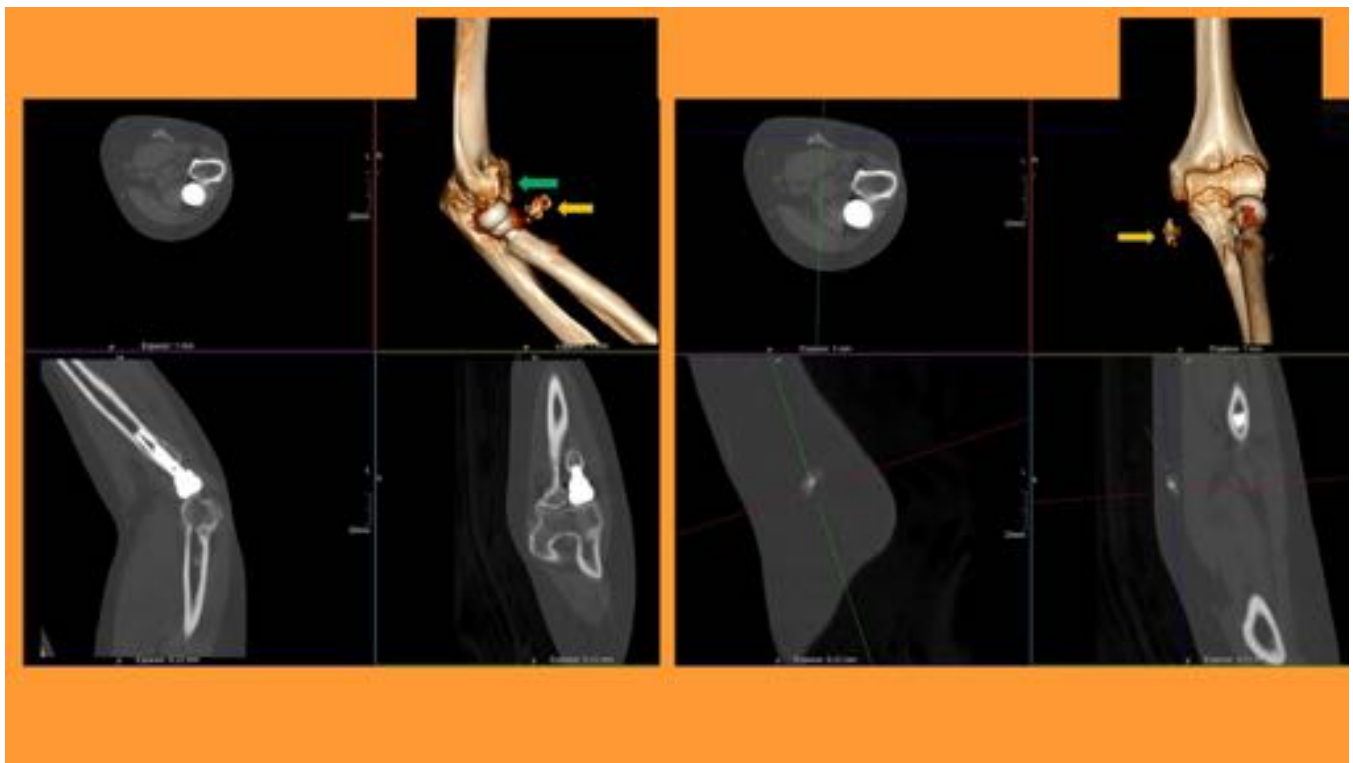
Mismo paciente. TC de codo izqdo: Prótesis de extremo proximal de radio con buena congruencia con el cóndilo humeral. Pequeño osículo adyacente al epicóndilo externo en relación con
